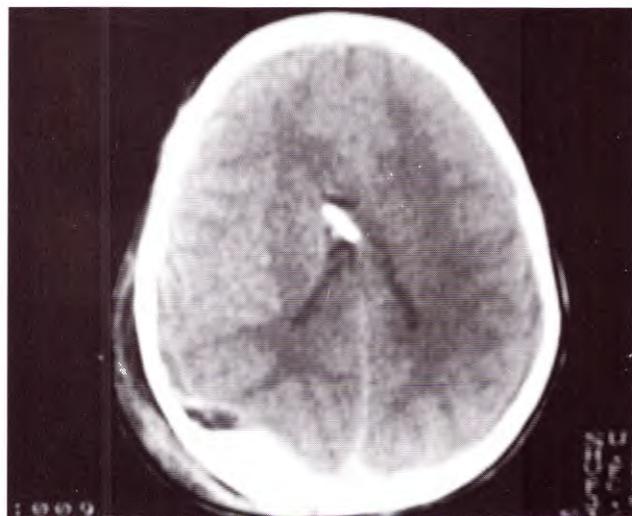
TAC prequirúrgica: TEC grave.
